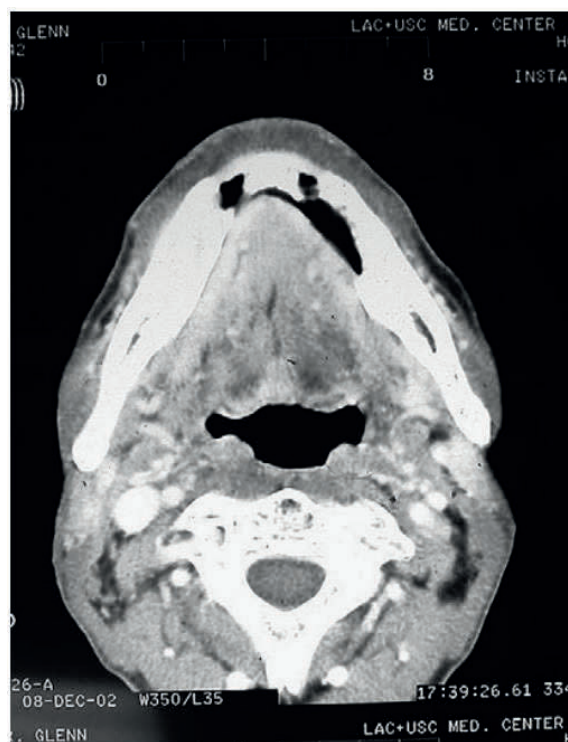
Kontrastmittel-CT zeigt Hart- und Weichgewebsveränderungen bei Osteomyelitis (1)
